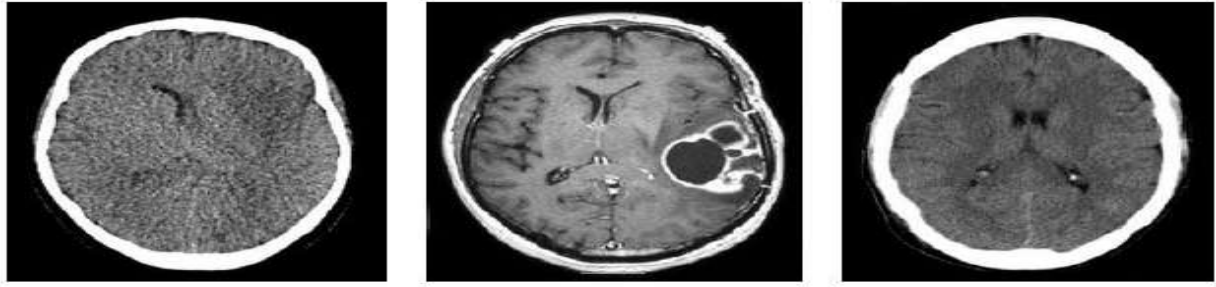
Hình ảnh MRI của các bệnh nhân khác nhau. [1]
